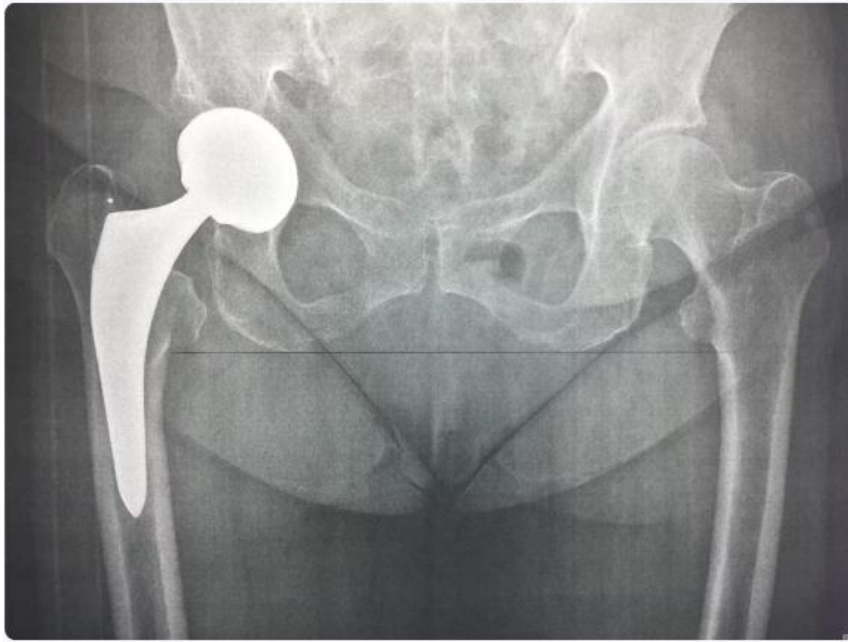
Vue radiographique d'une prothèse totale de hanche (133)
